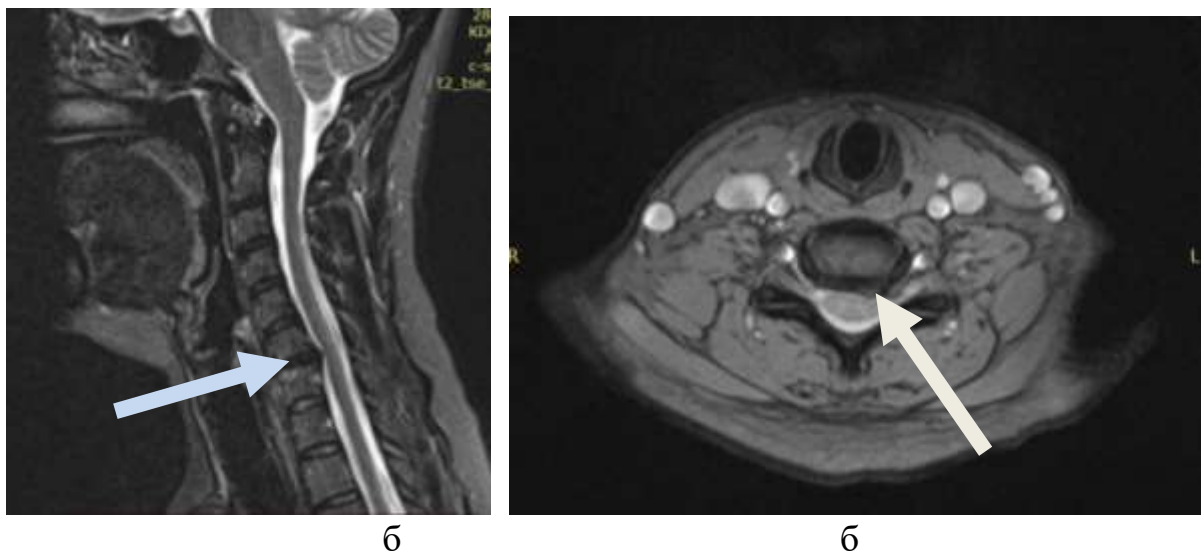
МРТ шейного отдела позвоночника пациентка С., 55 лет, (И/б№17154/555, 2021г.), грыжа диска С6-С7 а-сагитальный срез, б- фронтальный срез
